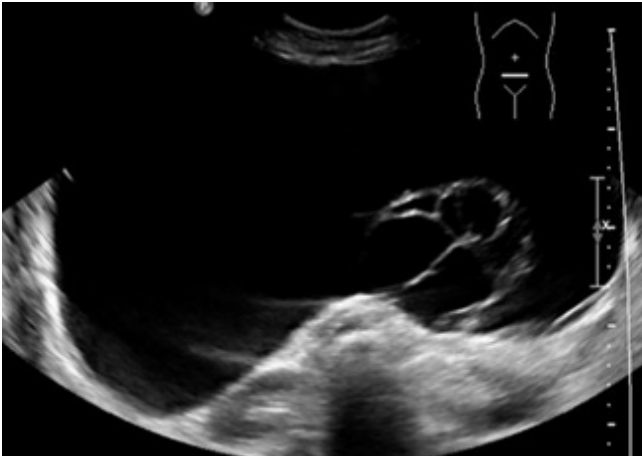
Ultrasonido que muestra tumoración quística con múltiples quistes y septos de pared delgada en su interior.
